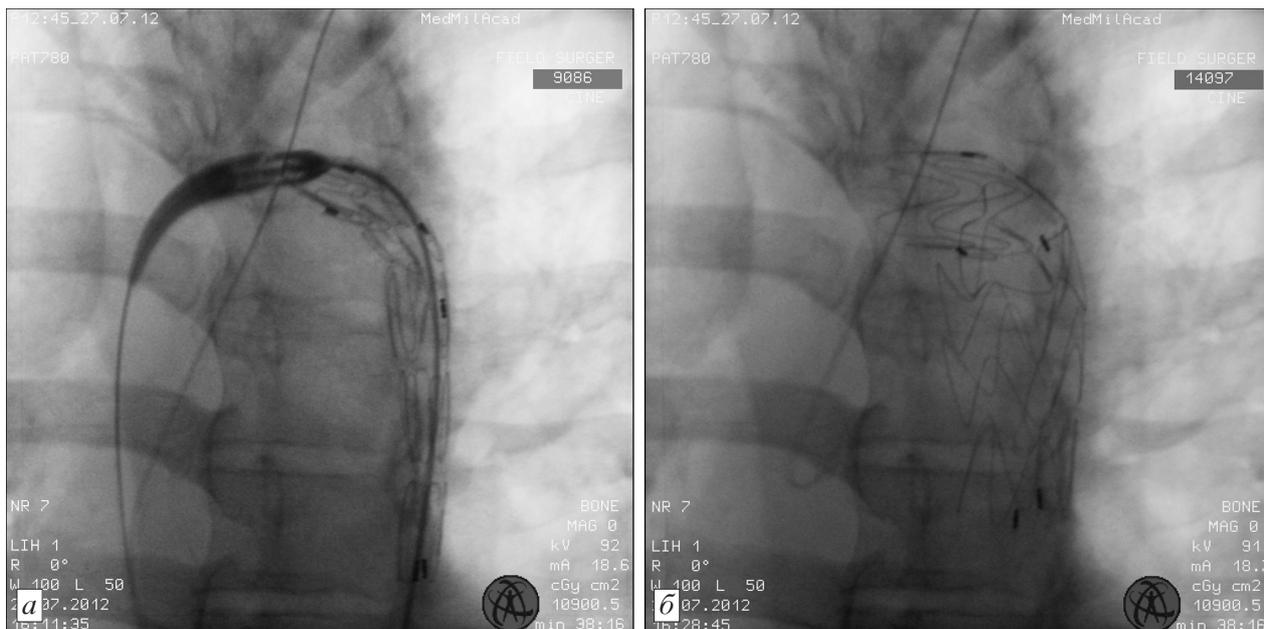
Интраоперационные рентгеновские снимки пострадавшего.
